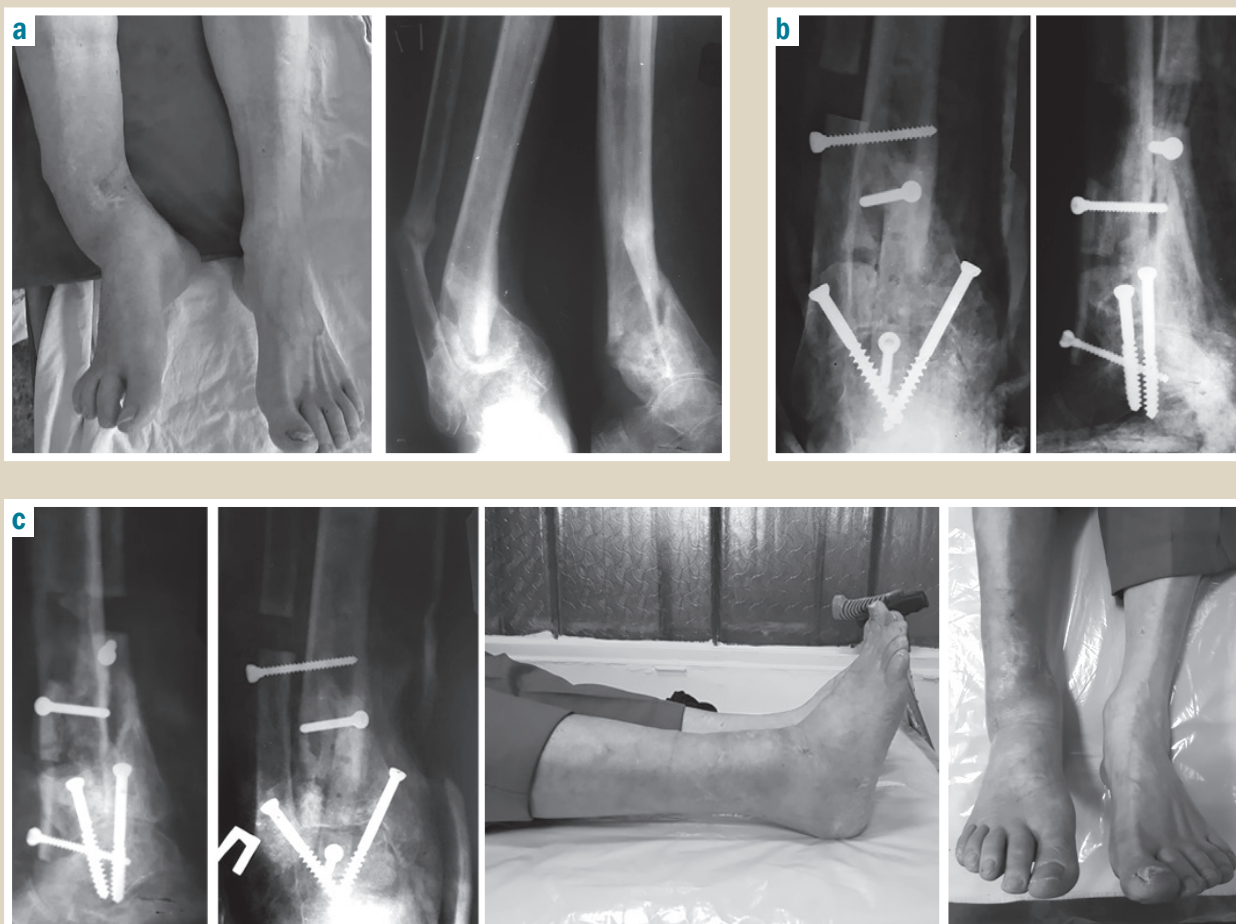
Photographic prints of X-rays and the limb appearance of patient K., a 79-year-old man, at the stages of treatment: a – at hospitalization; b – X-rays after surgery; c – X-rays and the limb appearance 3 months later at the time of immobilization removal.
